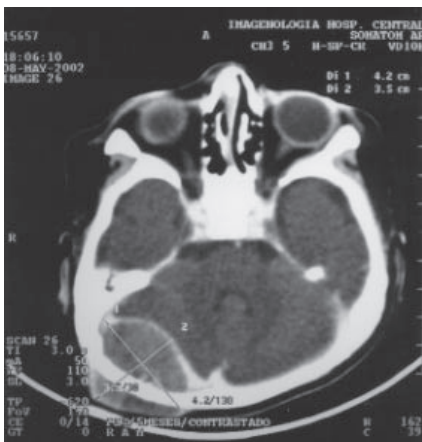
Tomografía axial computarizada contrastada cráneo donde se observa tumor en fosa posterior.
